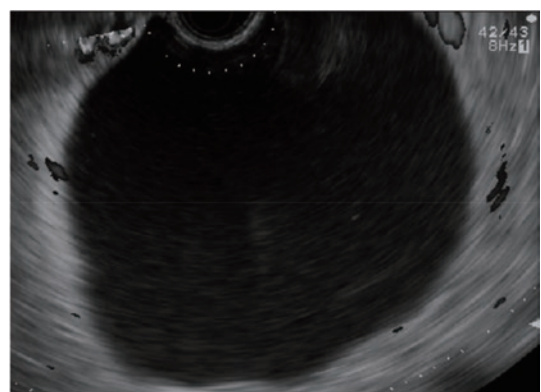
超音波内視鏡検査：嚢胞に内部構造を認めず、充実性成分や壁に結節を認めない。嚢胞内部の血流増加も認めない。
